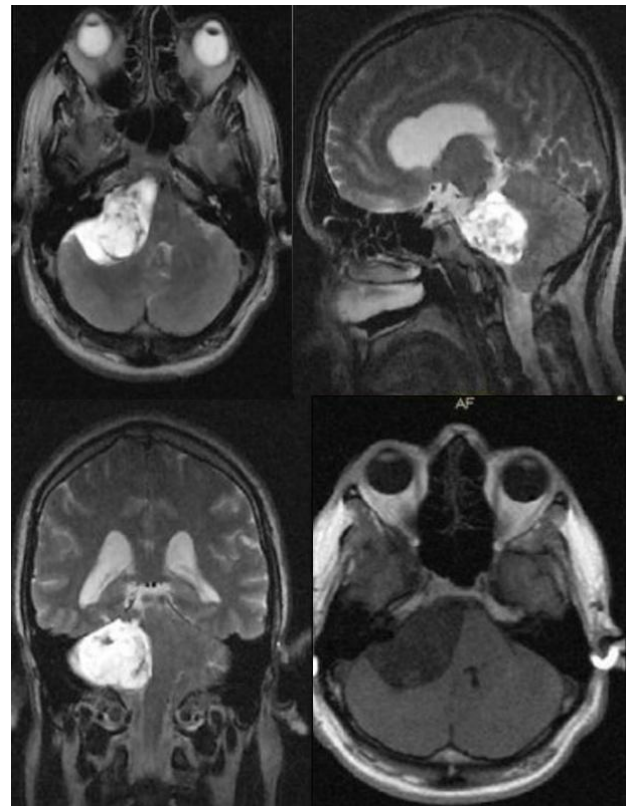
Imágenes de Resonancia Magnética preoperatorias del paciente.
